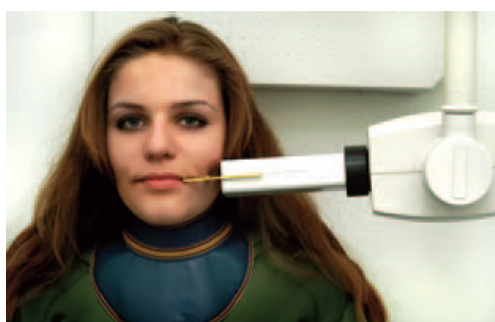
Realizarea radiografiei bitewing și dispozitivul de menținere pentru dinții laterali (Kidd EAM; 2003)
